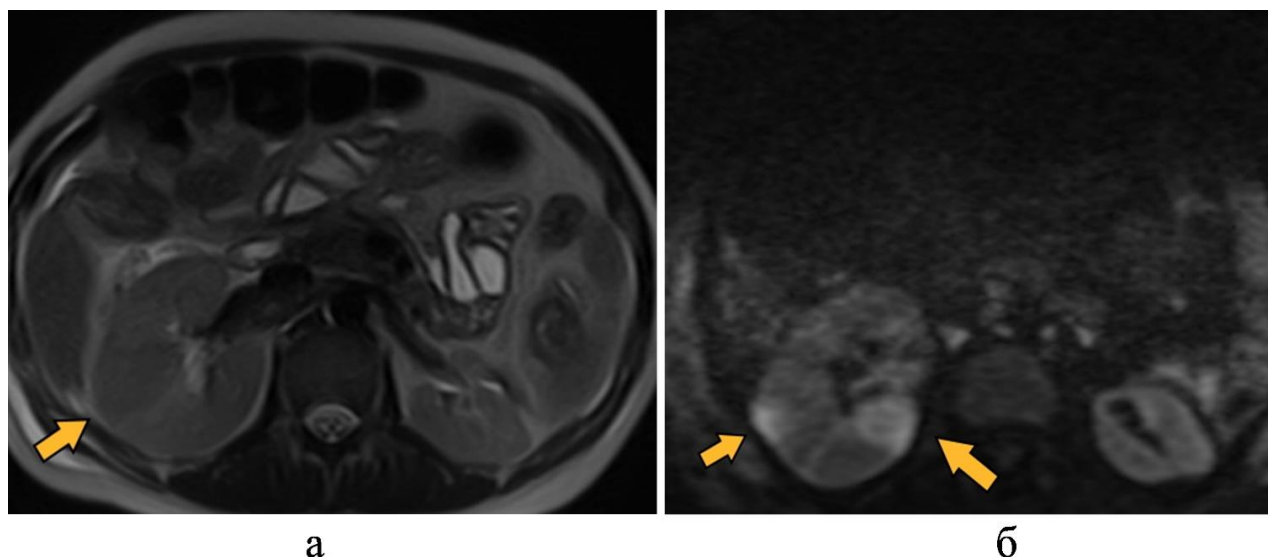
МР-томограммы брюшной полости и забрюшинного пространства почек, К., 35 лет, на 3-и сутки после травмы: а – Т2-ВИ в аксиальной плоскости пациента; б – ДВИ – очаги ограничения диффузии, соответствующие острому правостороннему пиелонефриту (оранжевые стрелки)
